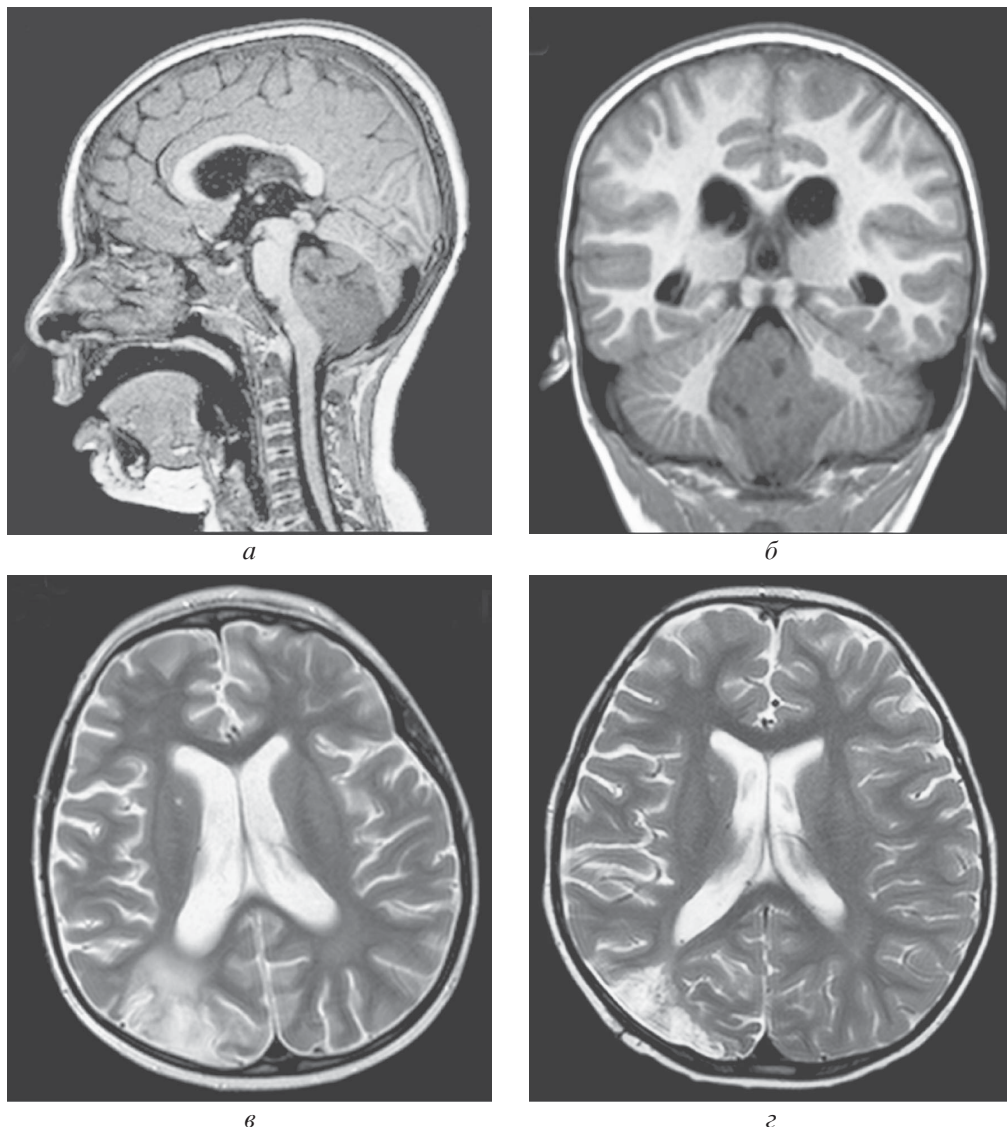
Пациент 4 лет, медуллобластома. Магнитно-резонансная томография головного мозга: *а, б* — до операции, T1 сагиттальное изображение (*а*); T1 коронарное изображение (*б*); *в, г* — после операции, признаки PRES, T2 изображения на 10-е сутки после операции, выполнены при развернутой клинической картине PRES (*в*), МРТ выполнены через 1 год после операции (*г*) (L. Quarante et al., 2015)
